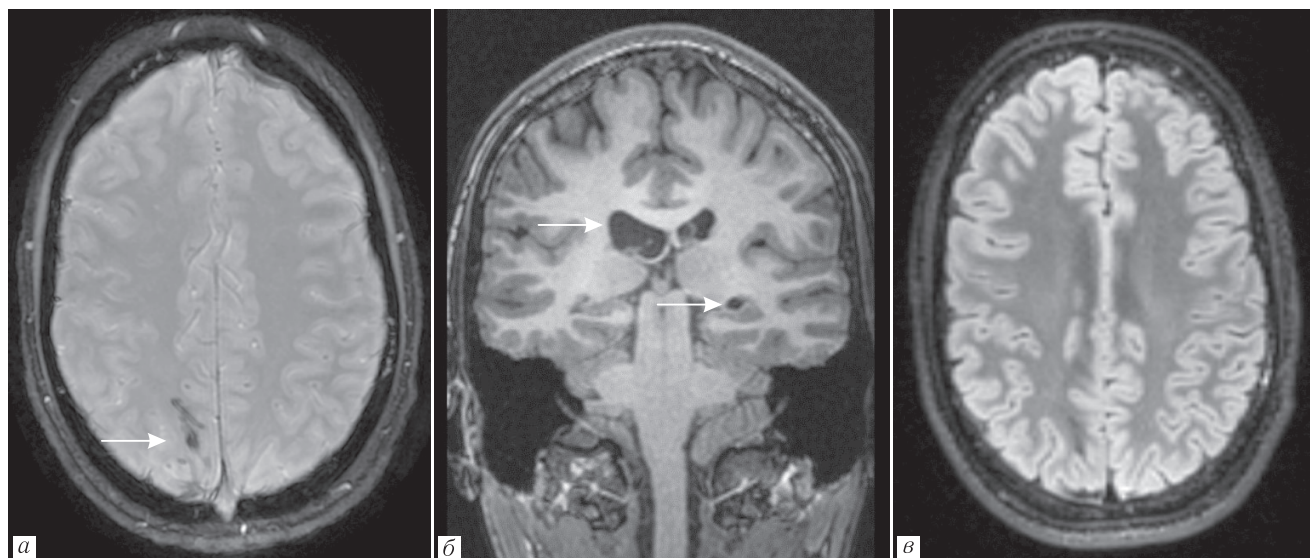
Пациент Е., 18 лет. На SWAN (а) визуализирована венозная ангиома (стрелка). На корональной T1-серии (б) отмечена киста хориоидальной щели слева и дилатация правого бокового желудочка. На T2 FLAIR (в) очаговых изменений не выявлено
